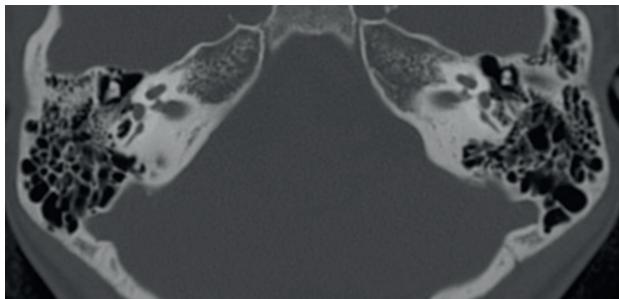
КТ картина внутреннего слухового прохода в норме
